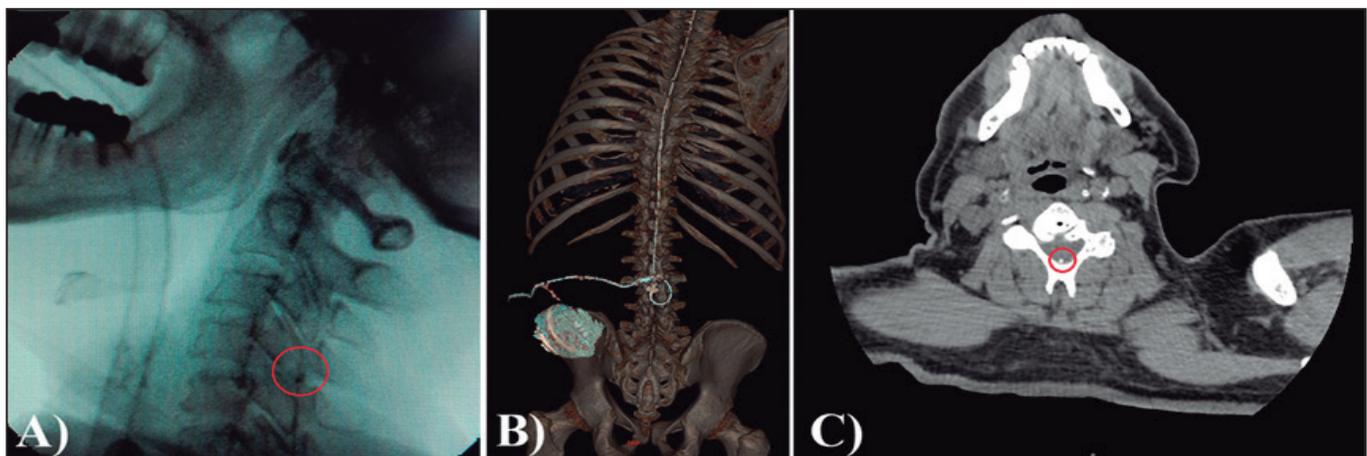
Estudios de imagen postoperatorios. A) Fluoroscopia durante el avance del catéter intratecal en el espacio cervical B) Reconstrucción 3D del sistema implantado C) Tomografía axial computarizada que muestra posición del catéter dorsal al cuerpo vertebral de C5.
